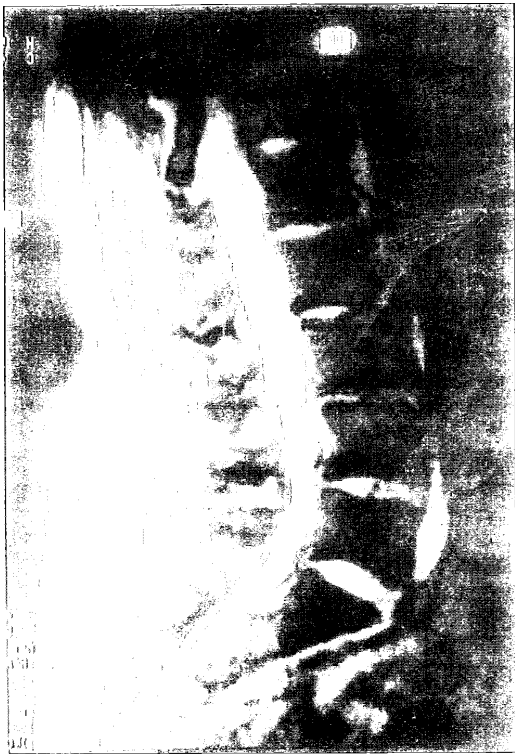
Corte sagital de RM, que evidencia lesiones artrósicas del raquis lumbar, con signos de inestabilidad mecánica crónica, patología discal anterior a la altura de los segmentos L1-L2 y L2-L3 y estenosis degenerativa de canal a la altura L4-L5.
